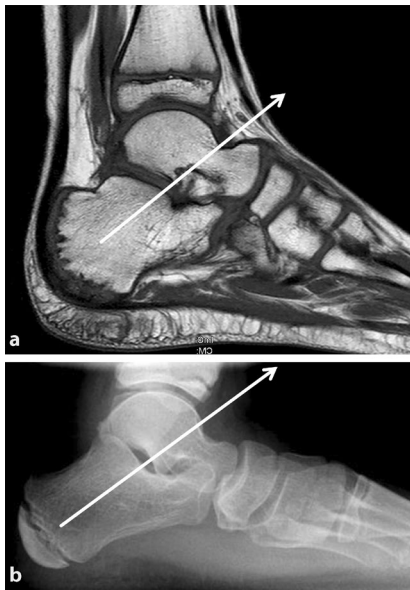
▲ a) MRT-Befund eines gesunden, körperlich hochaktiven 11-jährigen Jungen. Die Ferse wächst der mit Pfeil bezeichneten Druckspannung entgegen. Als Zeichen hoher überlagernder Scherspannungen [18] ist die Metaphyse stark geriffelt. b) Röntgenbefund eines gesunden 12-jährigen Jungen. Die knöcherne Apophyse hat ihre annähernde Endgröße erreicht, verschmilzt jedoch noch nicht mit dem Fersenbein (Stadium 3 nach Nicholson et al. [19])
